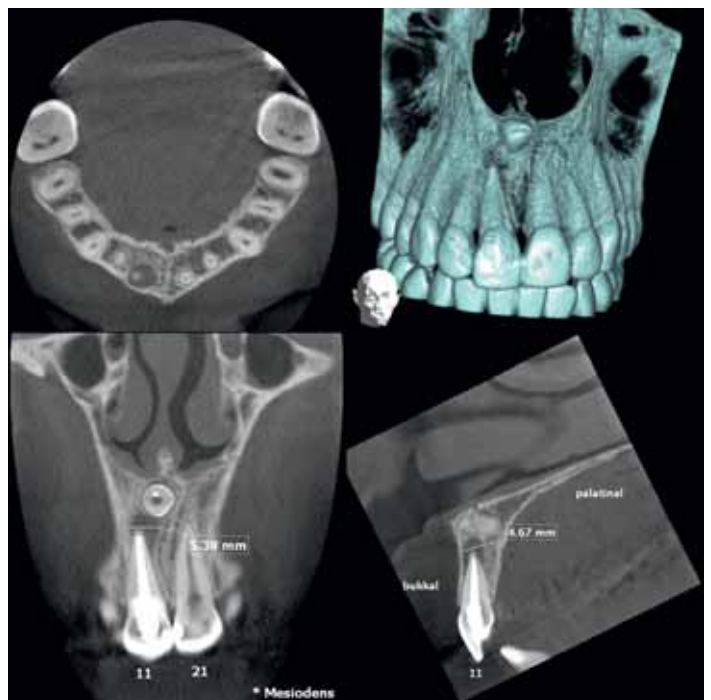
Image en haut: Tomodensitométrie volumique numérisée préopératoire. La mesiodens et la pathologie apicale de la région 11 sont mises en évidence en coupes axiale, coronale et sagittale et sous forme tridimensionnelle. (Volume: 6×6×6 cm; 87 kV; 7 mA; 3D Accuitomo XYZ Slice View Tomograph, J. Morita Mfg. Co, Tokyo, Japon)
